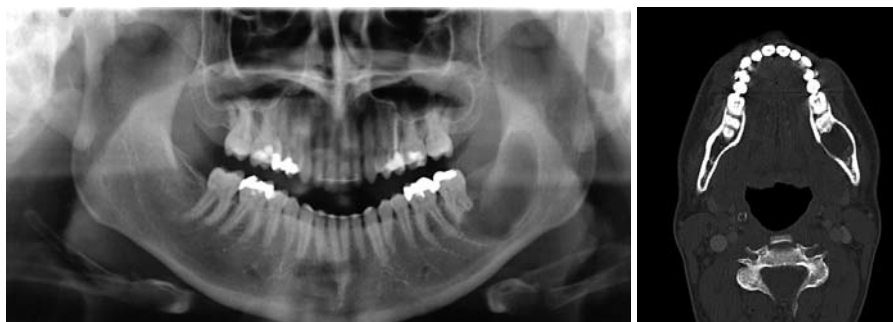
Orthopantomogramm vom Hauszahnarzt ein Jahr nach Zystektomie und operativer Entfernung 38. Scharf begrenzte Osteolyse im linken Kieferwinkel sowie deutliche Wurzelresorption an Zahn 37. – Abb. 3: Darstellung des linken Unterkiefers in axialer Schnitfführung im CT. Der den dorsalen linken Corpus und kaudalen Ramus mandibulae umfassende osteolytische Prozess ist gut sichtbar.
